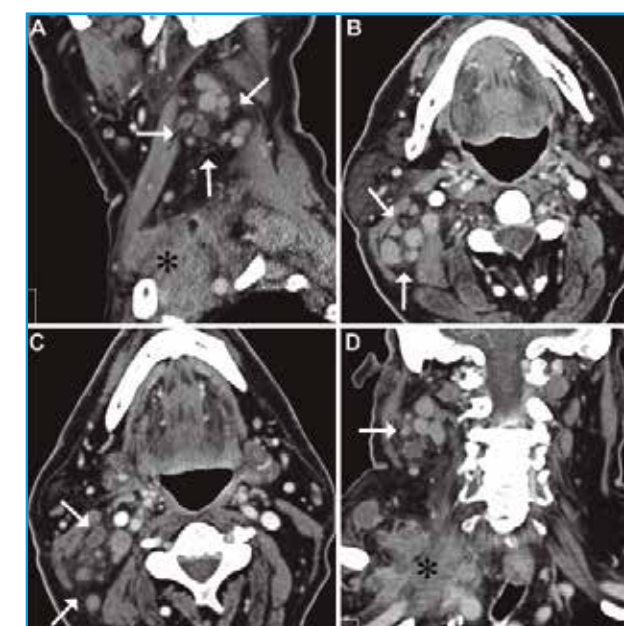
TC de cuello, realizado con contraste intravenoso y completado con reconstrucciones en los planos sagital (A), axial (B,C) y coronal (D), a una mujer de 48 años de edad con un carcinoma escamoso de origen desconocido, que asocia un conglomerado ganglionar supraclavicular (asteriscos) y múltiples adenopatías en el nivel IIB (flechas), muy próximas entre ellas, algunas rotas y otras necrosadas, que reúnen criterios del denominado “agrupamiento ganglionar”.
